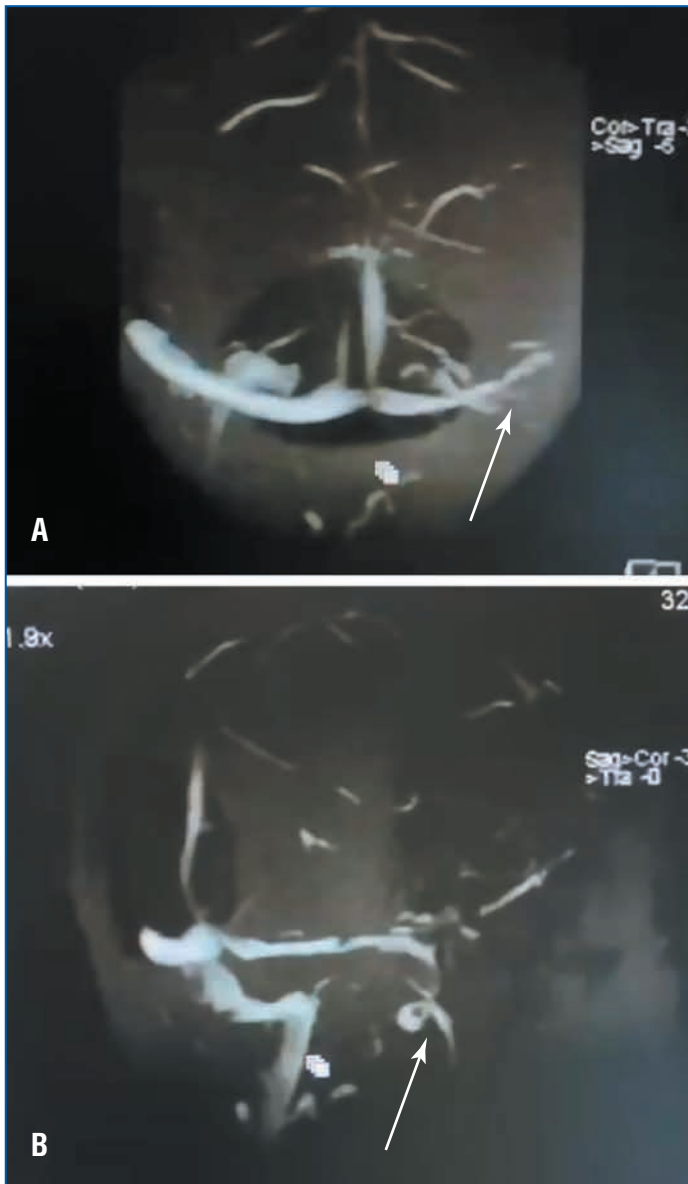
Пациентка П., 61 год. Данные МРТ головного мозга в ангиорежиме: снижение кровотока по левому поперечному синусу (А) и по левому сигмовидному синусу (В)
